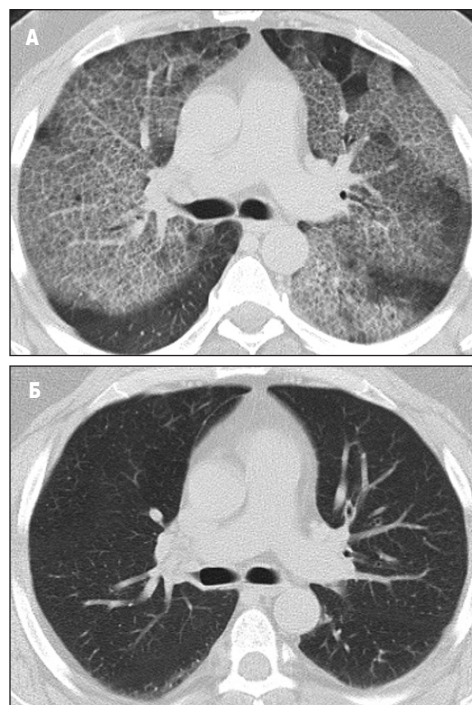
Результаты МСКТ больного Б.
